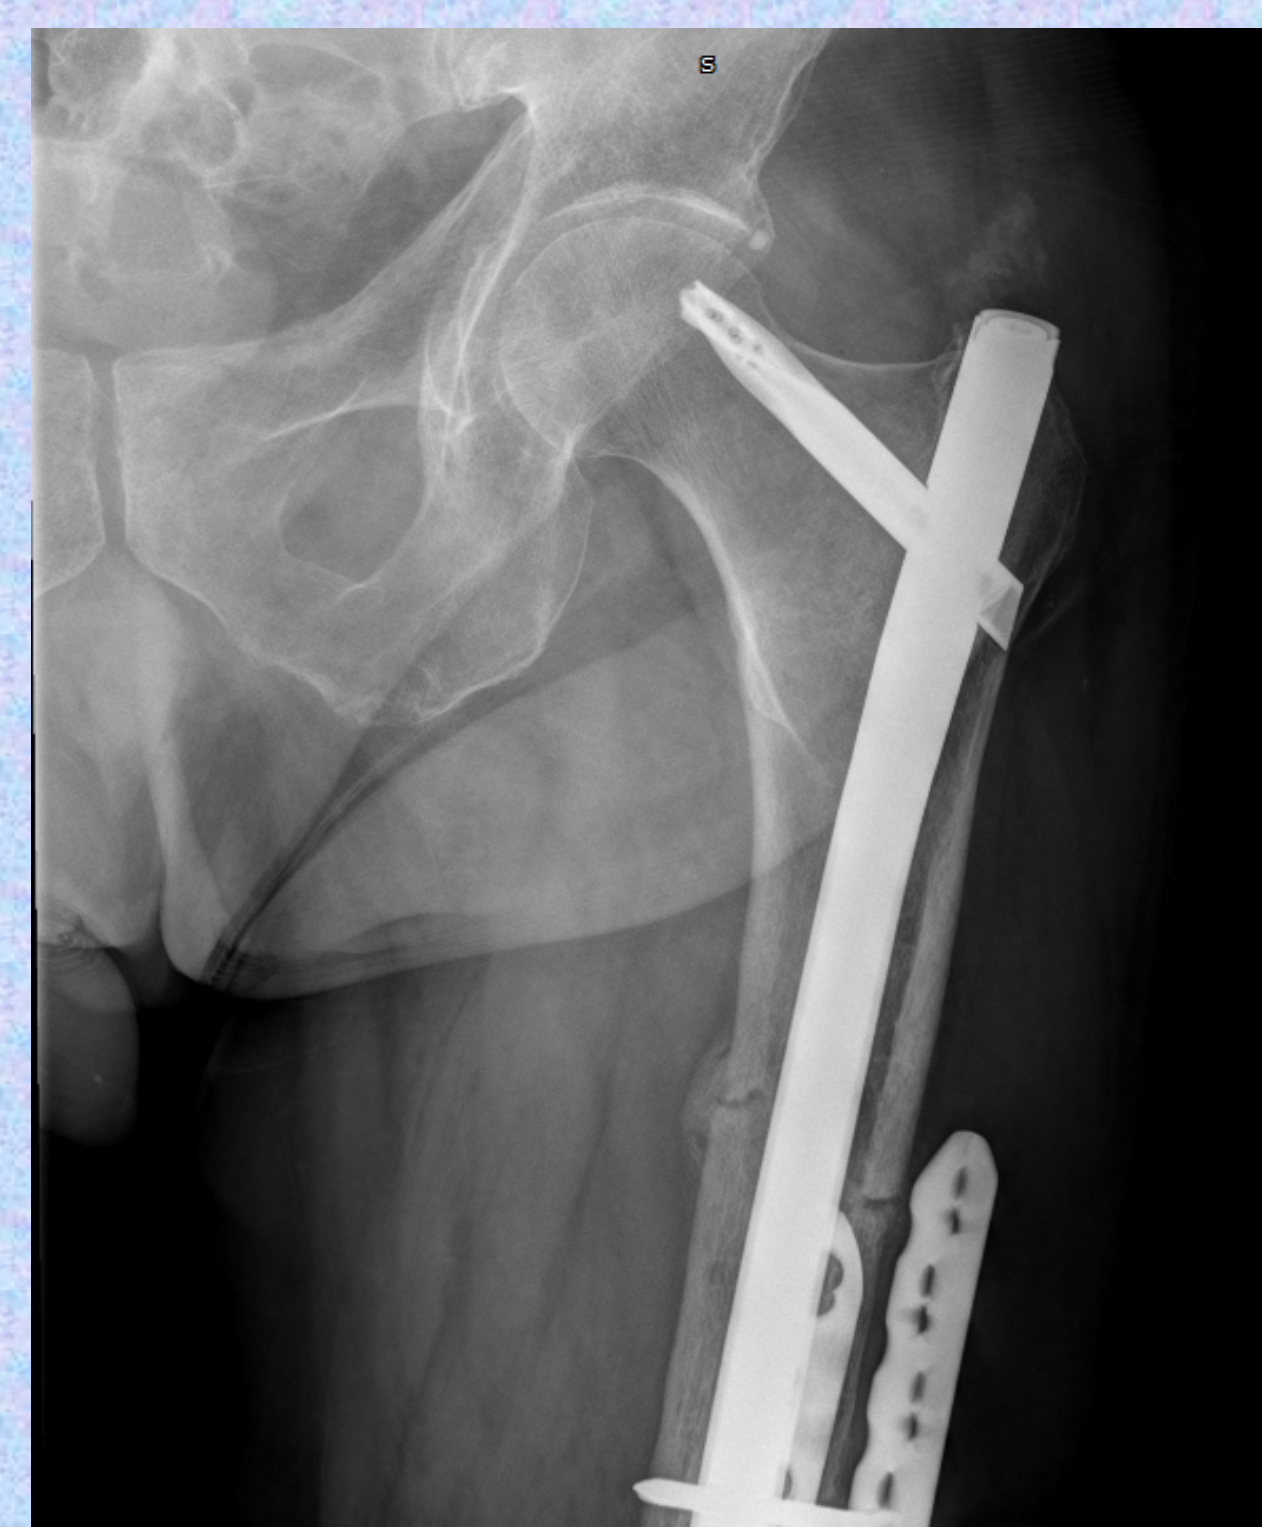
Radiografía anteroposterior de cadera y anteroposterior y lateral de fémur postquirúrgica final.
